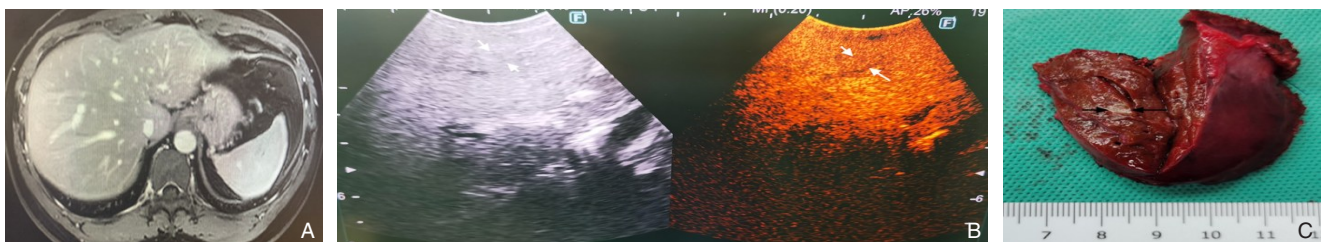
CE-IOUS发现微小病灶 A: 术前MRI未见肿瘤; B: 超声造影发现病灶(箭头处为病灶); C: 术后标本见约4 mm 病灶
